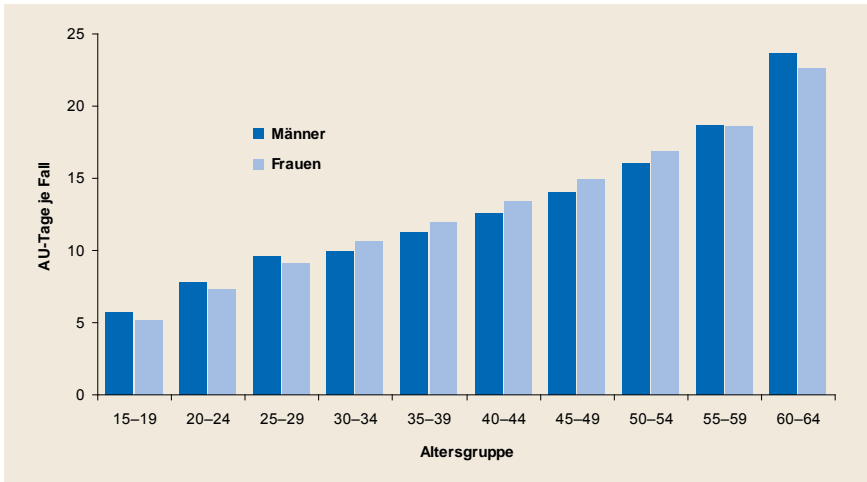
(Erwerbspersonen TK)
